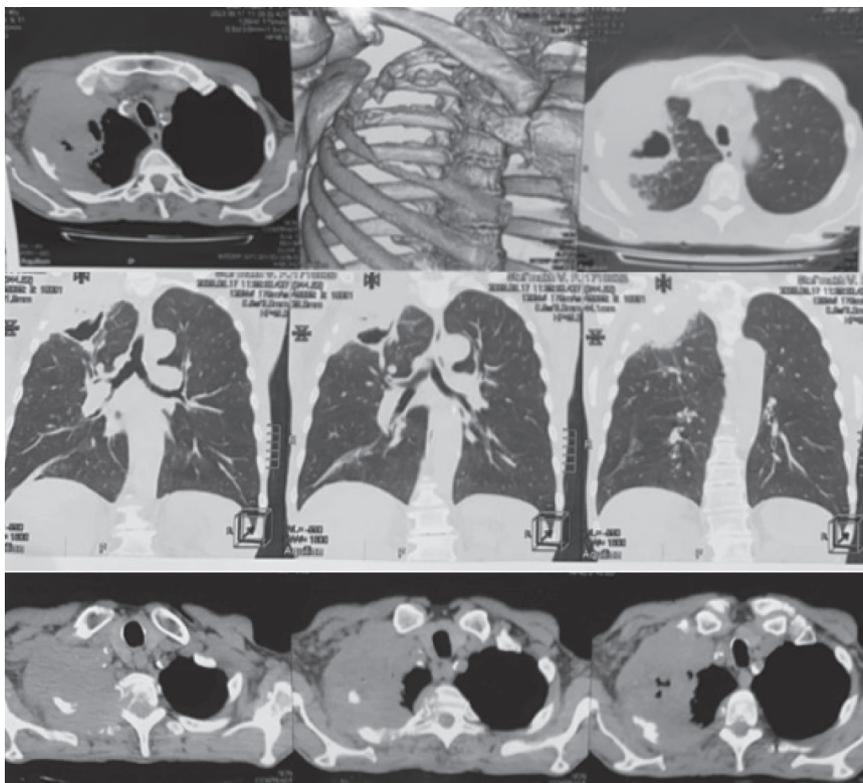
Результат мультиспіральної КТ ОГК пацієнта з ПП з деструкцією
